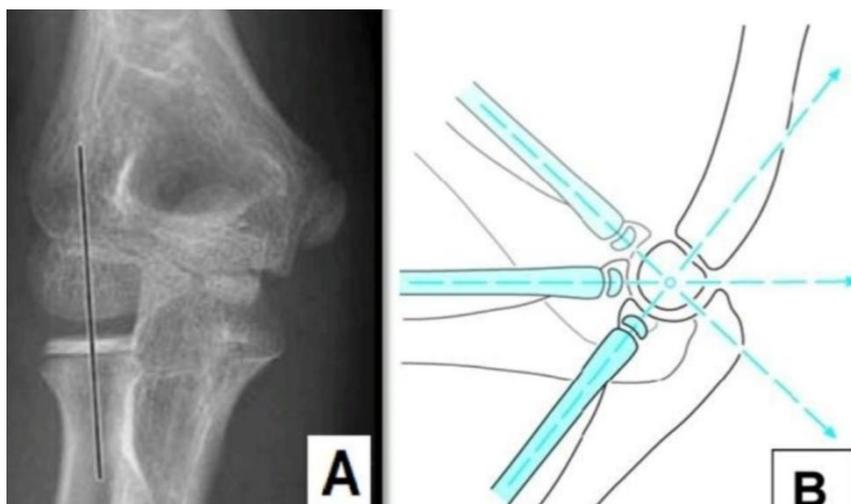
A – Radiographie du coude de face montrant la ligne radio-capitulaire./B–
